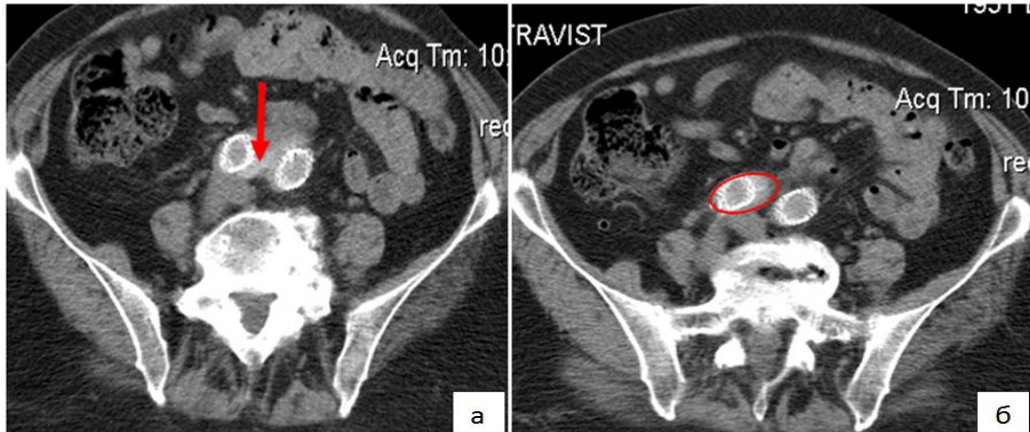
МСКТ з внутрішньовенним контрастуванням: а – стрілкою вказано затікання контрасту в АМ, б – розширена права ЗЗА, що обведена по контуру.
